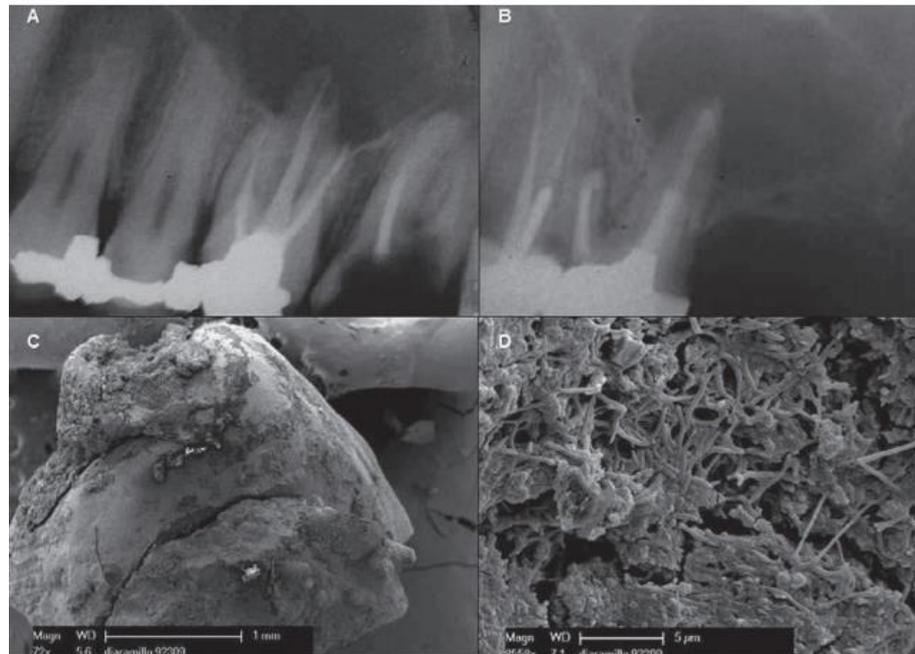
A) Radiografía periapical de un tratamiento endodóncico con periodontitis apical persistente. B) Retratamiento y reimplante intencional. C) Raíz palatina resecada con presencia de material asociado al calculo dental. D) Bacterias entrelazadas formando un biofilm sobre el material asociado al calculo dental. <sup>54</sup>
